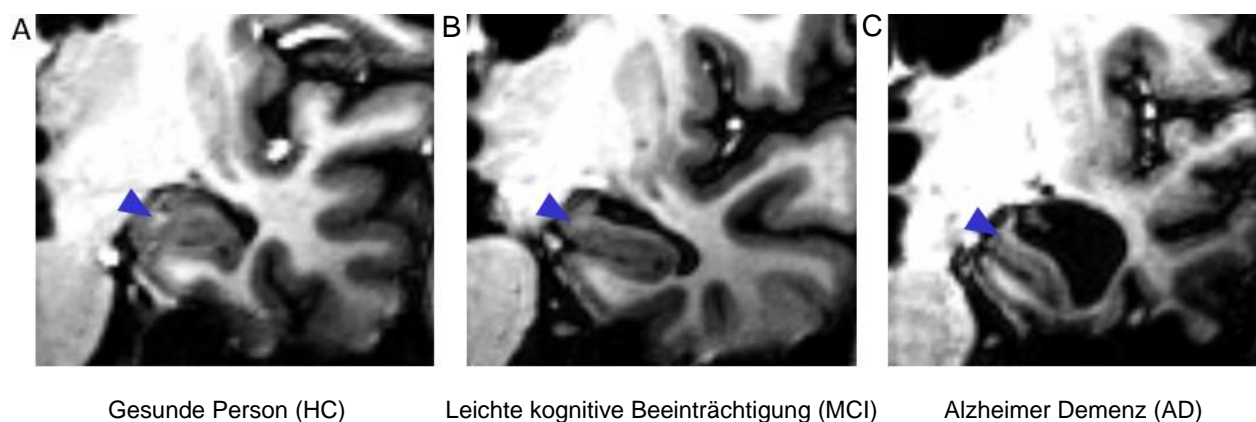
Hippocampusatrophie in der Magnetresonanztomographie mit voranschreitendem Krankheitsstadium
